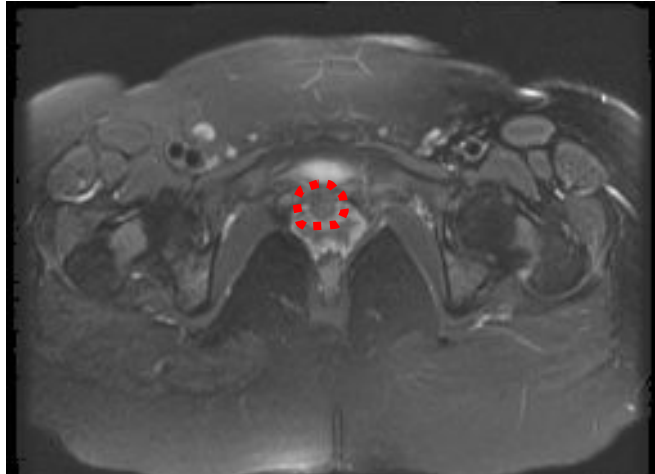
Valoración del cérvix por RM
